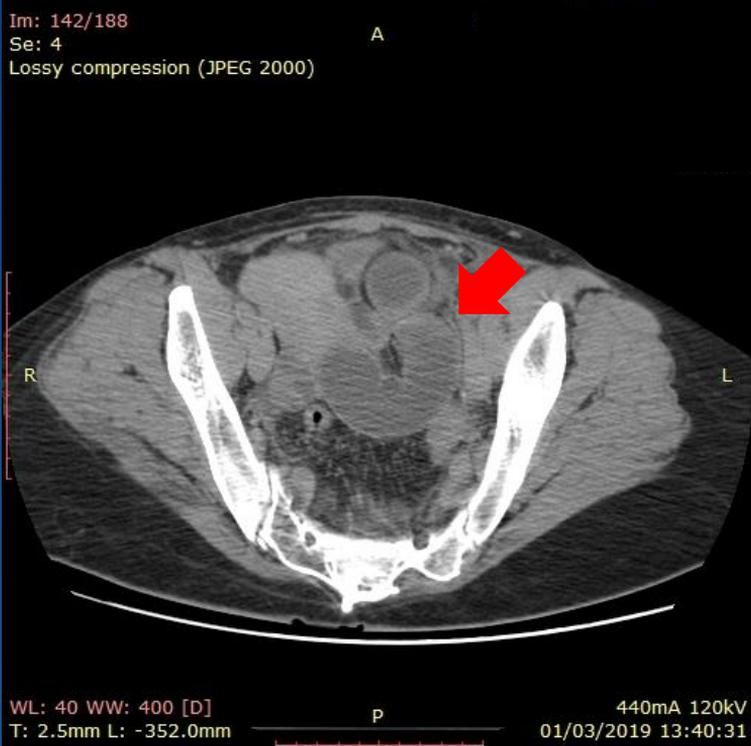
Tomografía computada con contraste oral y endovenoso en fase portal. Corte axial de pelvis donde se evidencia asa intestinal en forma de C distendida, con un aumento del realce parietal ocupando la fosa iliaca izquierda (flecha roja).
